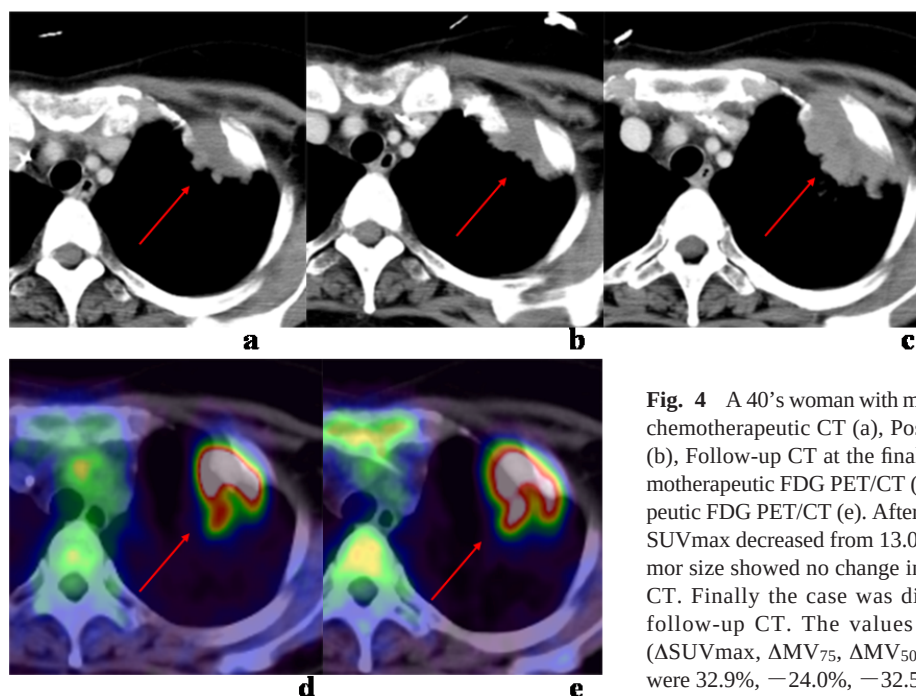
A 40's woman with malignant lymphoma. Pre-chemotherapeutic CT (a), Post-chemotherapeutic CT (b), Follow-up CT at the final diagnosis (c), Pre-chemotherapeutic FDG PET/CT (d) and Post-chemotherapeutic FDG PET/CT (e). After series of chemotherapy, SUVmax decreased from 13.0 to 8.7. However, the tumor size showed no change in post-chemotherapeutic CT. Finally the case was diagnosed as NR by the follow-up CT. The values of diagnostic indices (Δ SUVmax, Δ SV₇₅, Δ SV₅₀, Δ TLG₇₅ and Δ TLG₅₀) were 32.9%, -24.0%, -32.5%, -5.2%, -8.6%, respectively. We could predict final therapeutic effect by the indices except Δ SUVmax.
